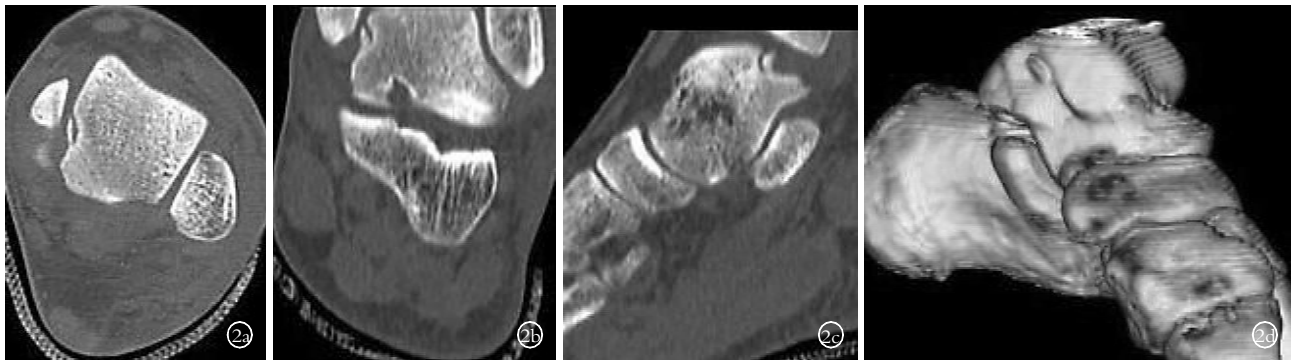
男, 24 岁, 左距骨骨折 2a. 横断面 CT 示距骨内侧缘小骨片掀起, 邻近骨质缺损 2b, 2c. 多平面重建冠状、矢状面 CT 示骨折部位、类型、范围及骨折断端移位情况 2d. 容积重建图像立体感强、直观、形象, 距骨体表面尖角状小骨片
